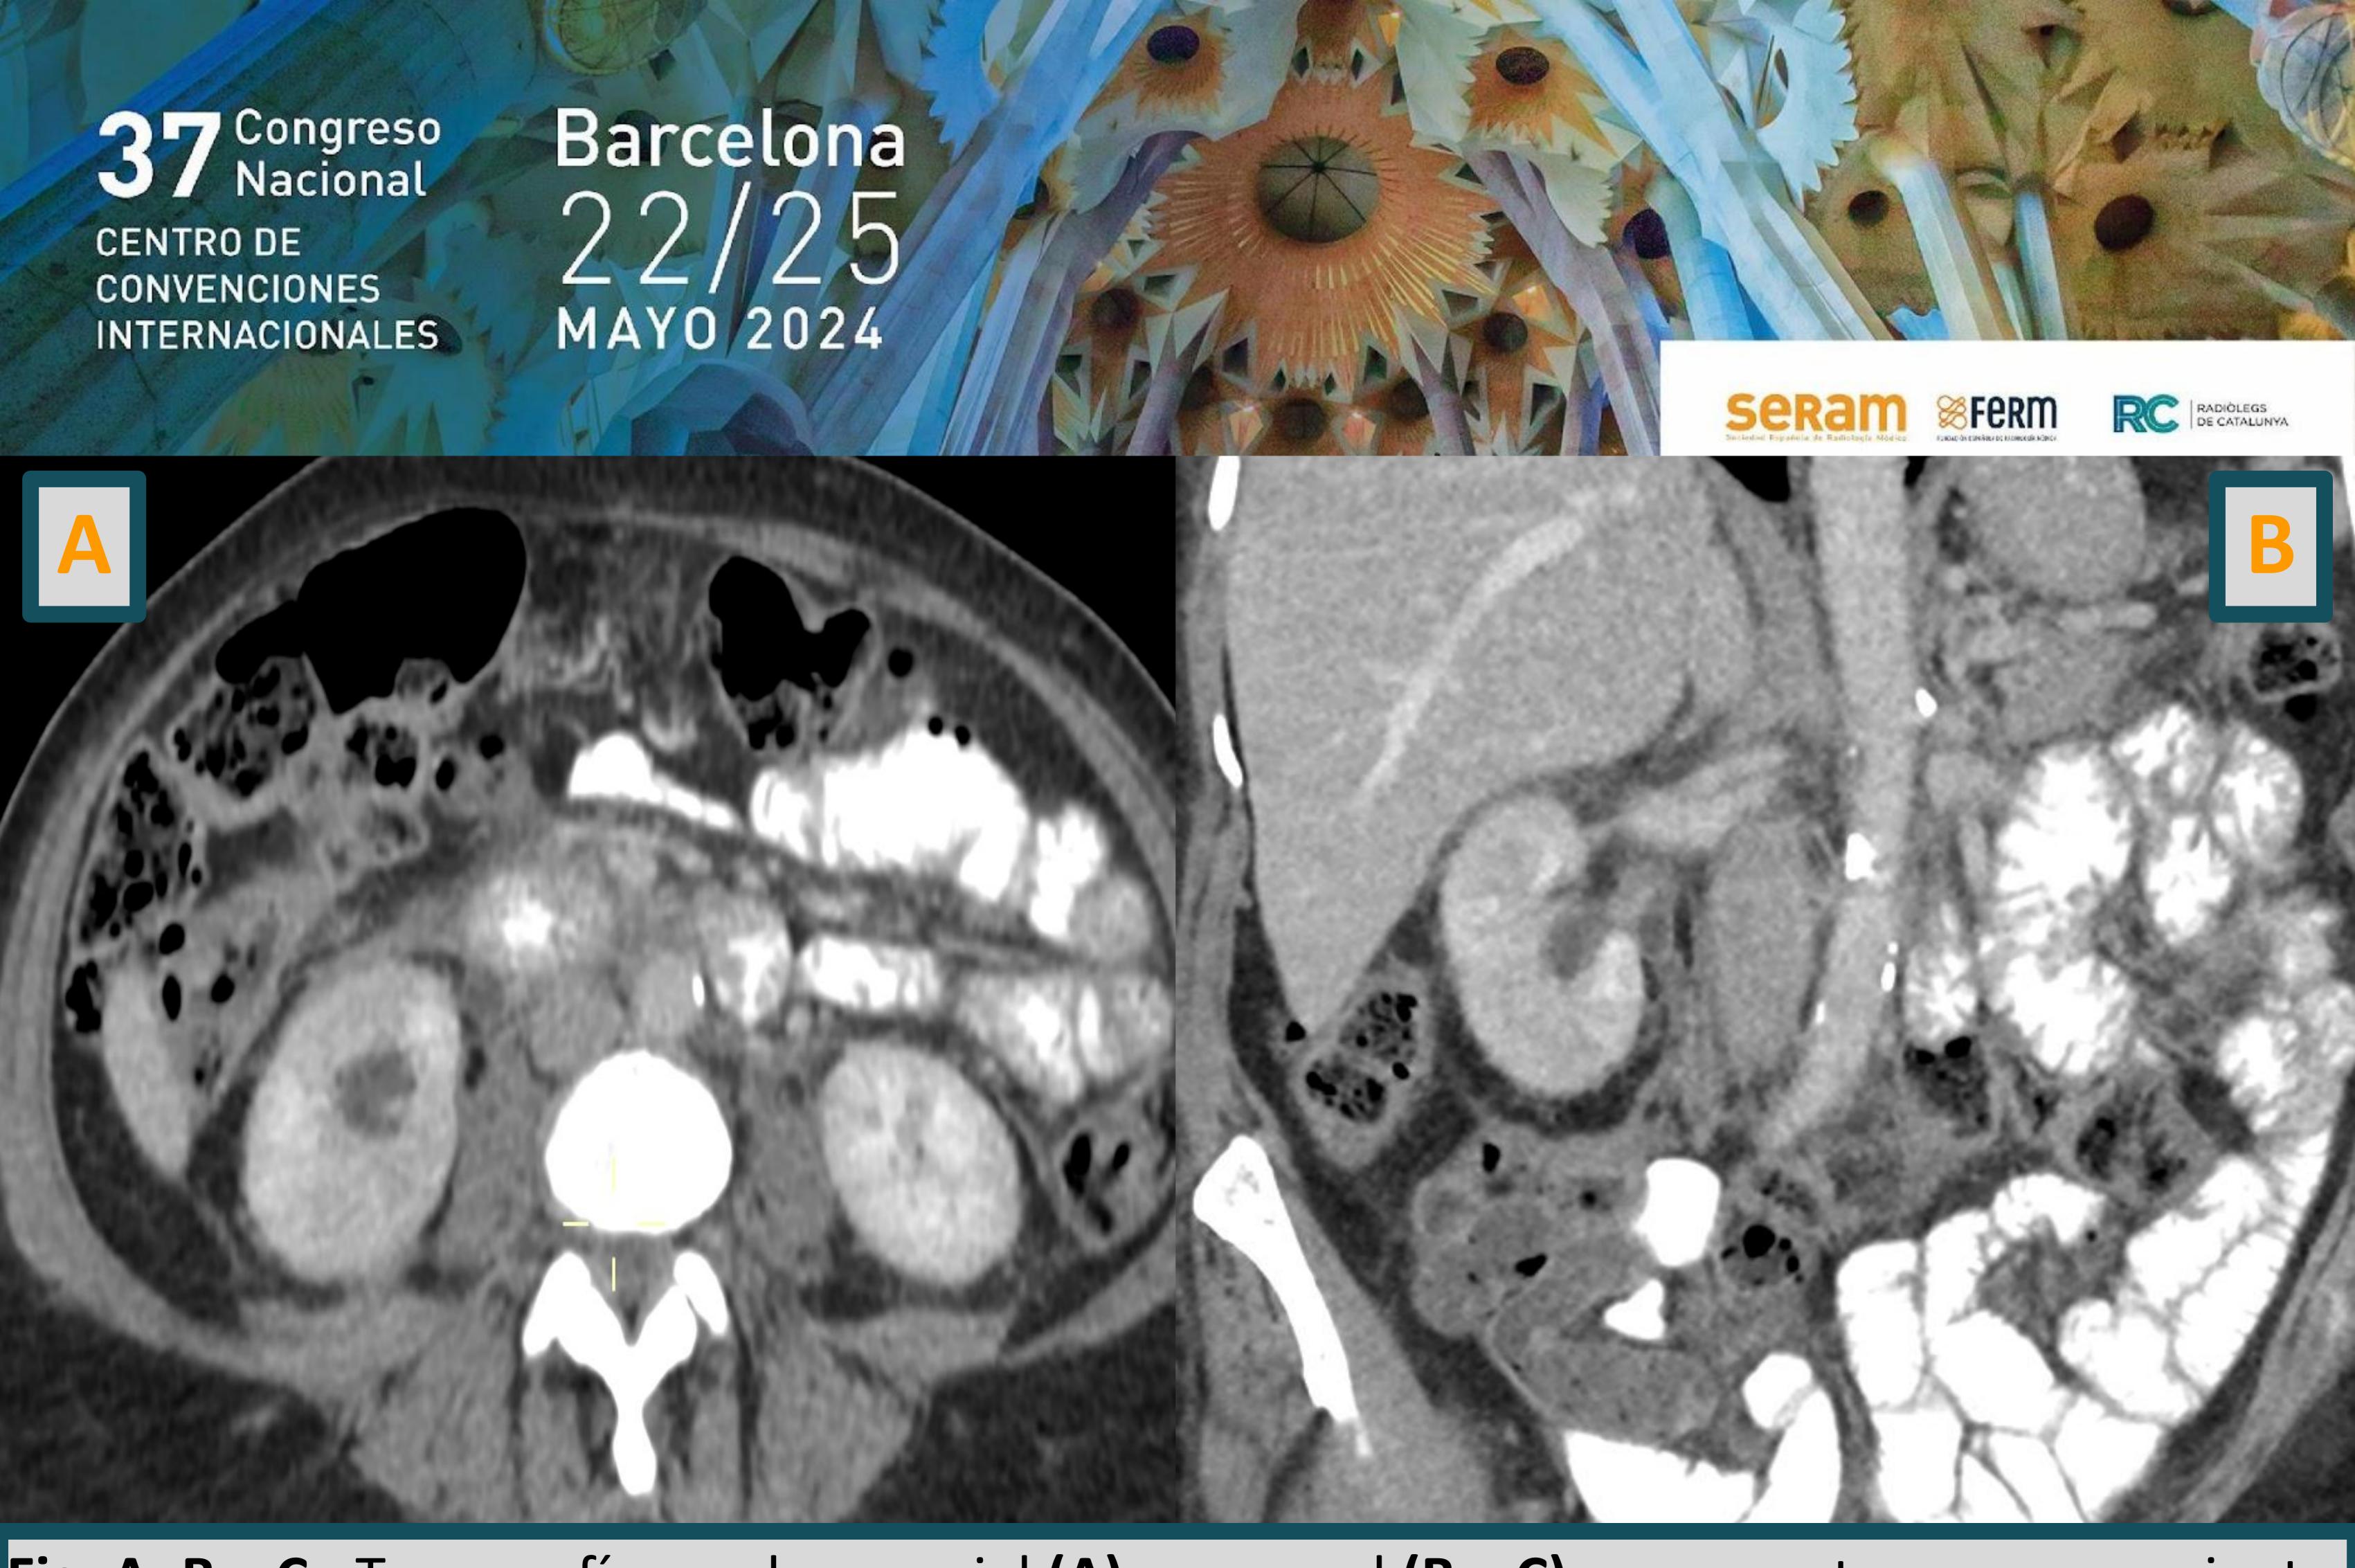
A, B y C: Tomografía en planos axial (A) y coronal (B y C) que muestran engrosamiento de fascia pararrenal anterior derecha con ectasia ureteropielocalicial homolateral asociado a realce parietal ureteral
